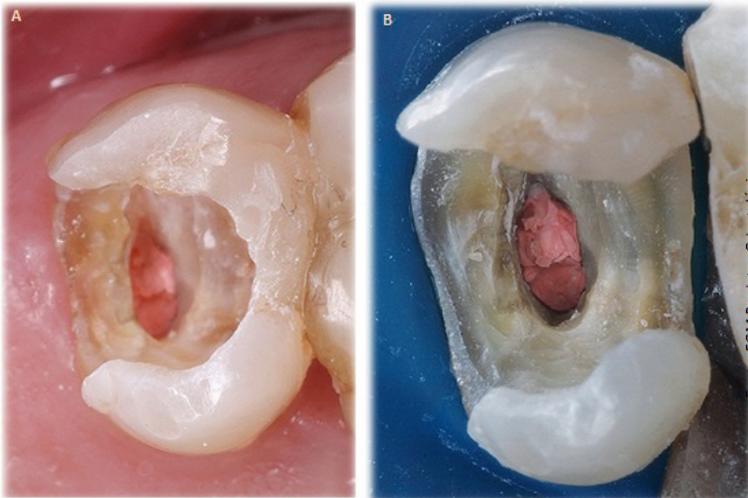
A. ASPECTO CLÍNICO INICIAL; B. ASPECTO APÓS ISOLAMENTO ABSOLUTO E RETIRADA DE RESTAURAÇÃO DIRETA INSATISFATÓRIA.
